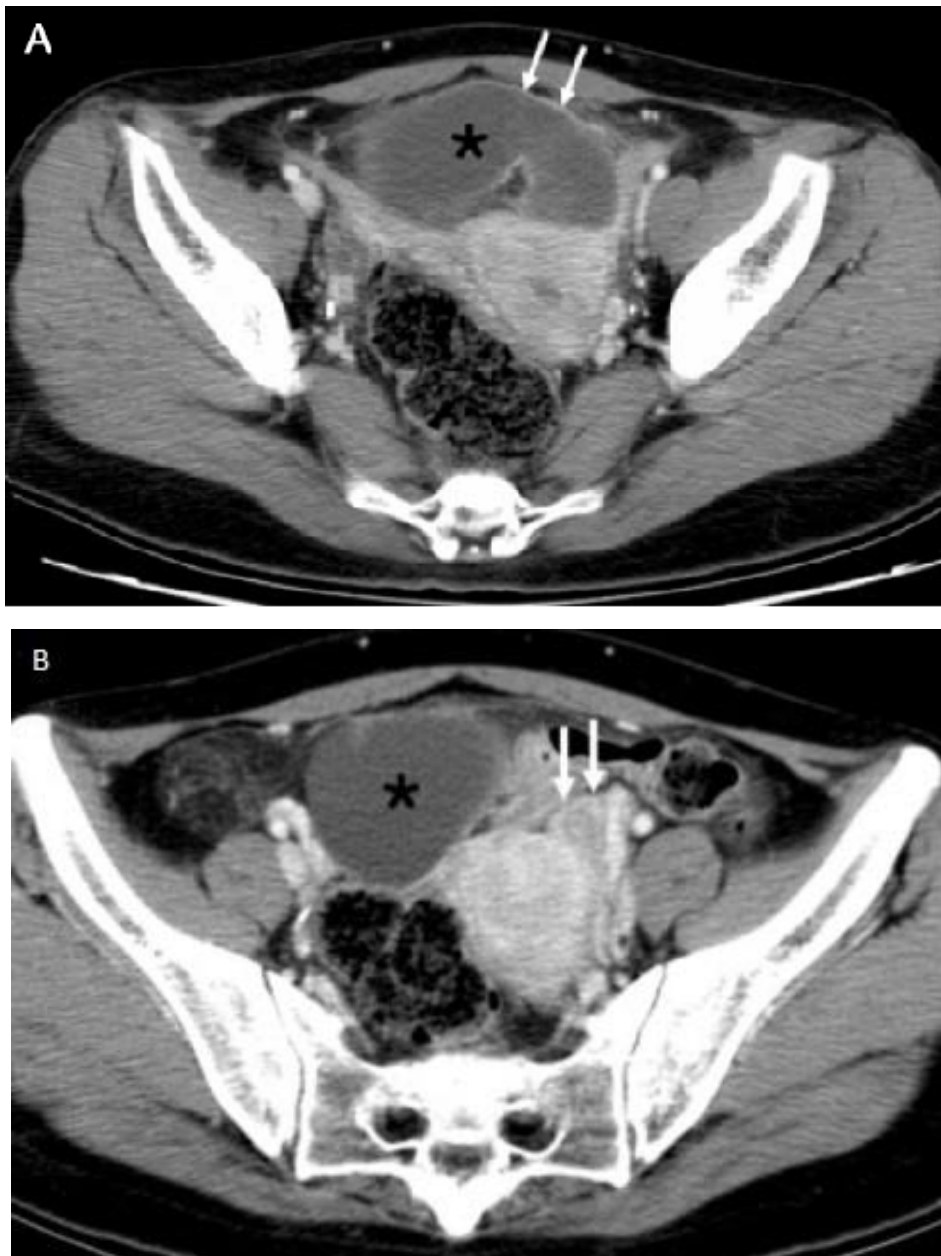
TDM pelvienne d'une patiente de 29 ans qui présentait des douleurs pelviennes aiguës. La laparoscopie, réalisée 5 jours après l'imagerie, avait objectivé une trompe gauche nécrotique tordue sur trois tours de spires avec présence d'un hématosalpinx [108].
